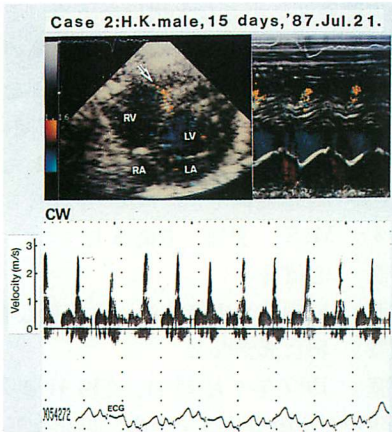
Color Doppler and continuous wave Doppler echocardiograms of Case 2.
